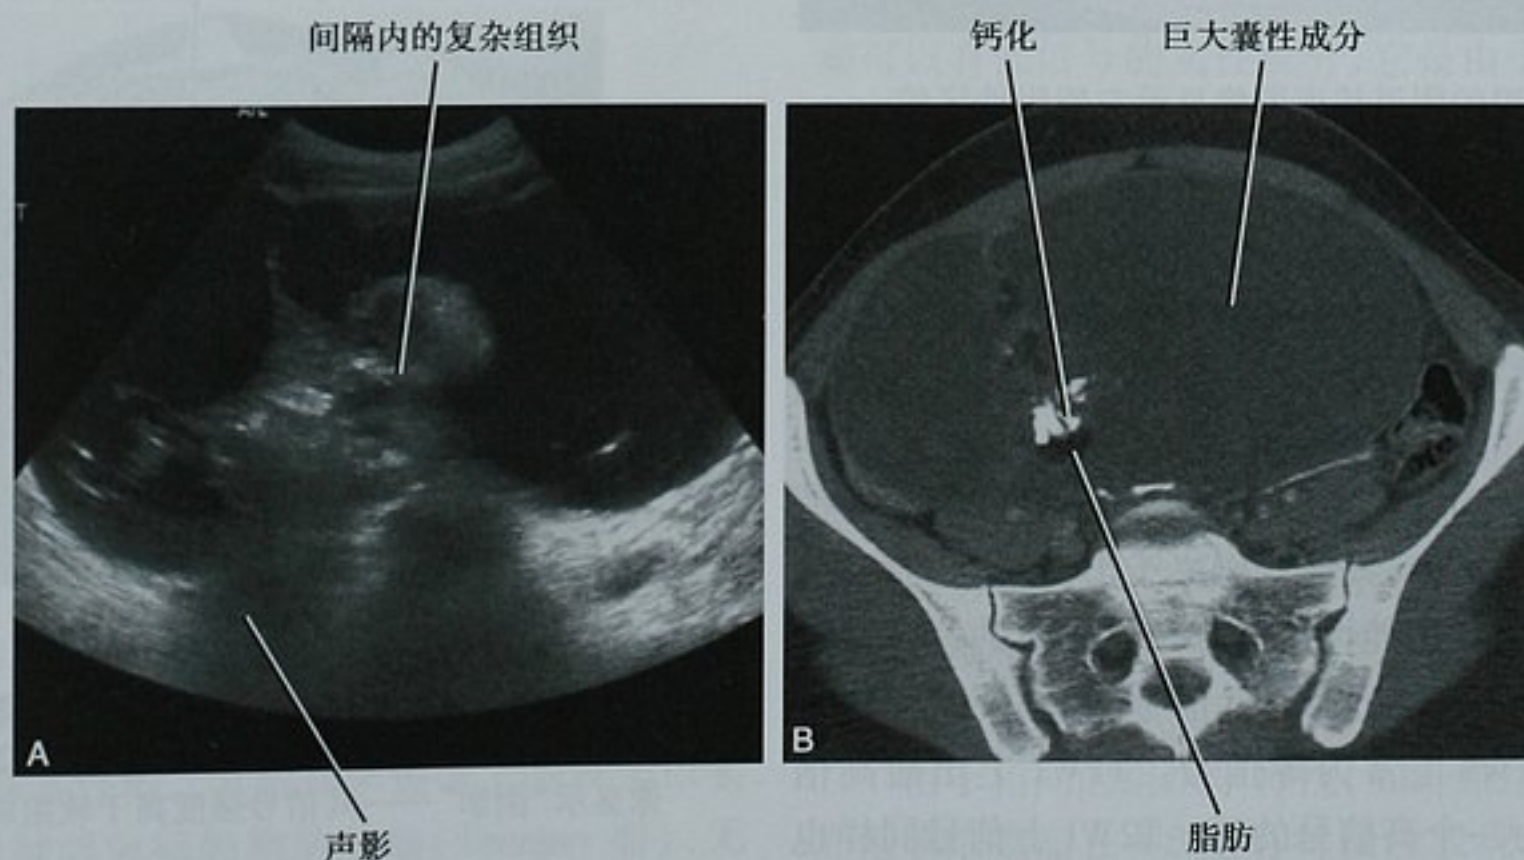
超声与 CT 显示的卵巢成熟囊性畸胎瘤。A. 经阴道超声图像显示一囊性为主的病灶伴间隔内复杂的软组织。声影区表示脂肪或钙化。B. 同一患者的横断面 CT 图像显示脂肪和粗糙的钙化,未见强化的软组织成分。良性囊性畸胎瘤被切除
